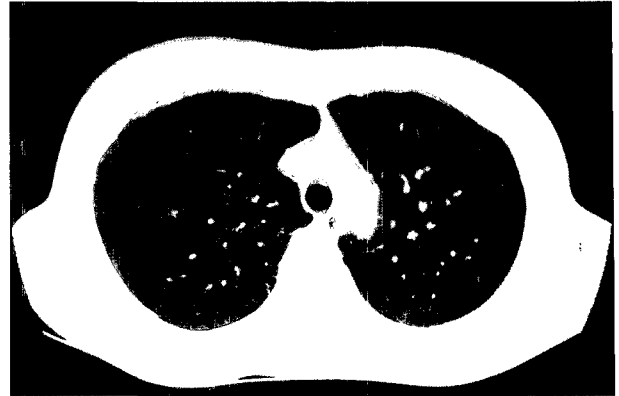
Chest CT of 27th Postoperative day shows native lung in the right side and transplanted lung in the left side.
